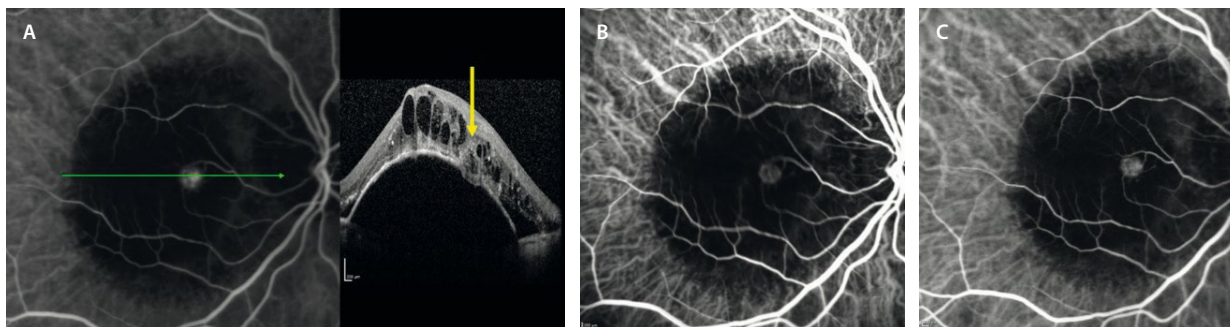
Angiografía con verde de indocianina en un caso de membrana neovascular de tipo 3 o proliferación angiomasosa retiniana. A) En la fase precoz de la angiografía con verde de indocianina se ve un ovillo (lesión angiomasosa) hiperfucscente (punto caliente o *hot spot*) que coincide con el tejido hiperreflectivo en la tomografía de coherencia óptica (flecha amarilla). B y C) Continúa hiperfucscente en las fases medias y tardías del angiograma. Característicamente, el punto caliente suele estar en el medio (techo) del desprendimiento del epitelio pigmentario de la retina.
